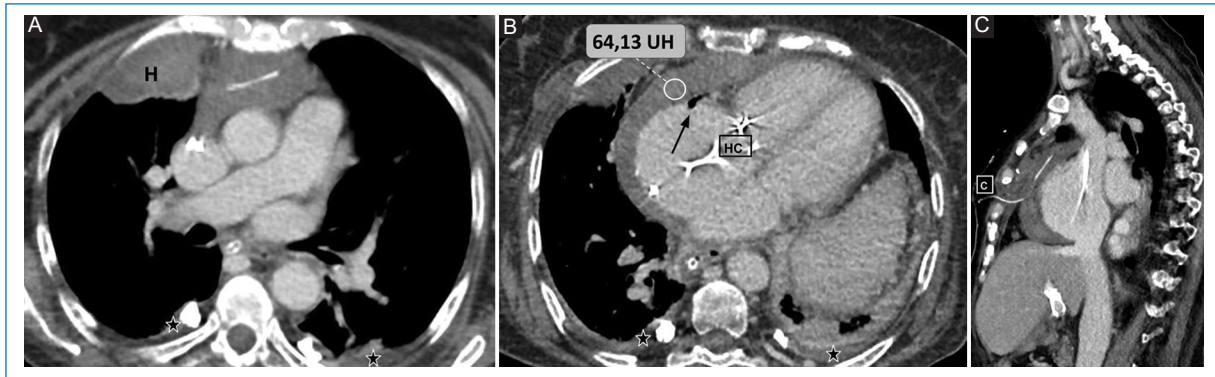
Hemopericardio posquirúrgico. Paciente de 78 años cursando postoperatorio inmediato de plástica tricuspídea. A y B: angiotomografía computarizada en planos axiales. Se observa área de hidrotórax con restos hemáticos posquirúrgicos en parénquima pulmonar derecho paramediastinal (H), leve derrame pleural bilateral (*), huellas quirúrgicas (HC), DP moderado de densidad hemática (de densidad 64,13 UH) y signos de neumopericardio residual (flecha negra). C: la angiotomografía computarizada en plano sagital pone evidencia el catéter de drenaje abocado al espacio prevascular-lecho quirúrgico (C).
